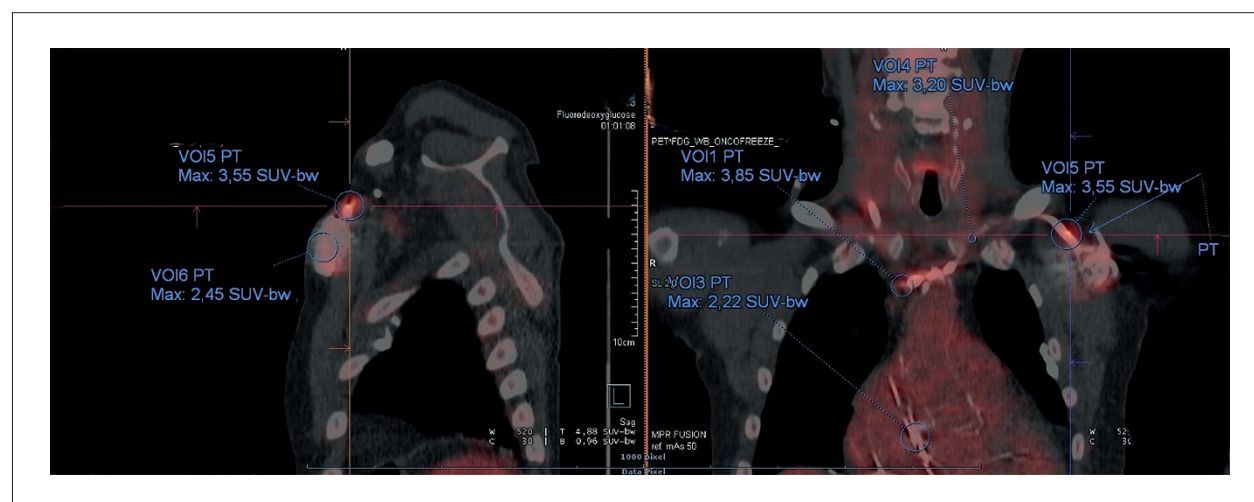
Imagem PET/CT com fusão de 18F-FDG mostrando captação focal ao longo do eletrodo e gerador do marca-passo.
